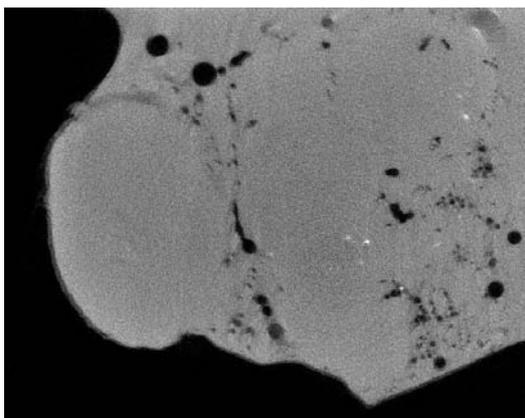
マイクロ CT で得られたリンパ節転移巢の画像 転移巢の分離が得られない
